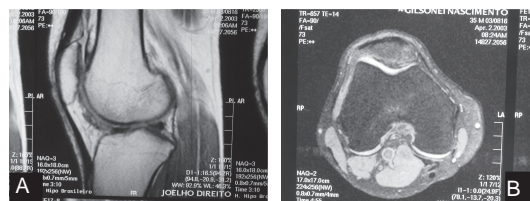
Ressonância magnética pós-operatória do joelho: corte axial (A) e corte longitudinal (B).
